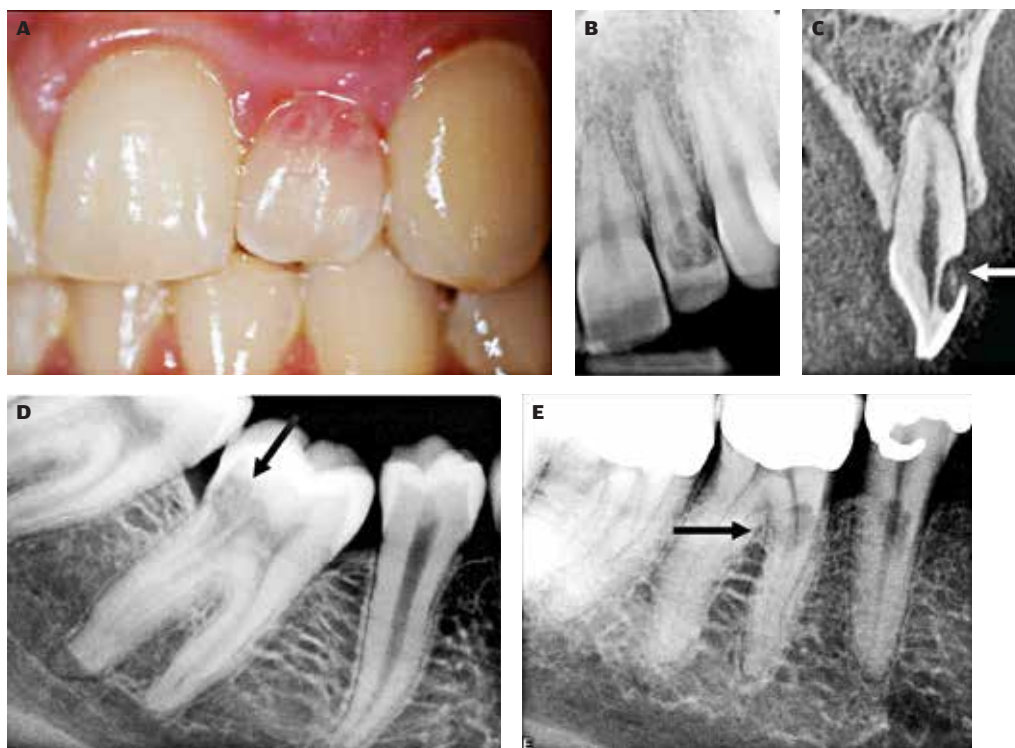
Rodresorption. A. Klinisk foto af lateral incisiv i overkæben med lyserød plet svarende til kronens cervikale del. B. Røntgenoptagelse viser resorption i tandens koronale del. C. CBCT viser velafgrænset rodresorption på kronens labiale overflade (pil). D. Invasiv cervikal rodresorption på første molar i underkæben (pil). E. Ekstern rodresorption på 5- og den mesiale rod på 6- (pil).
